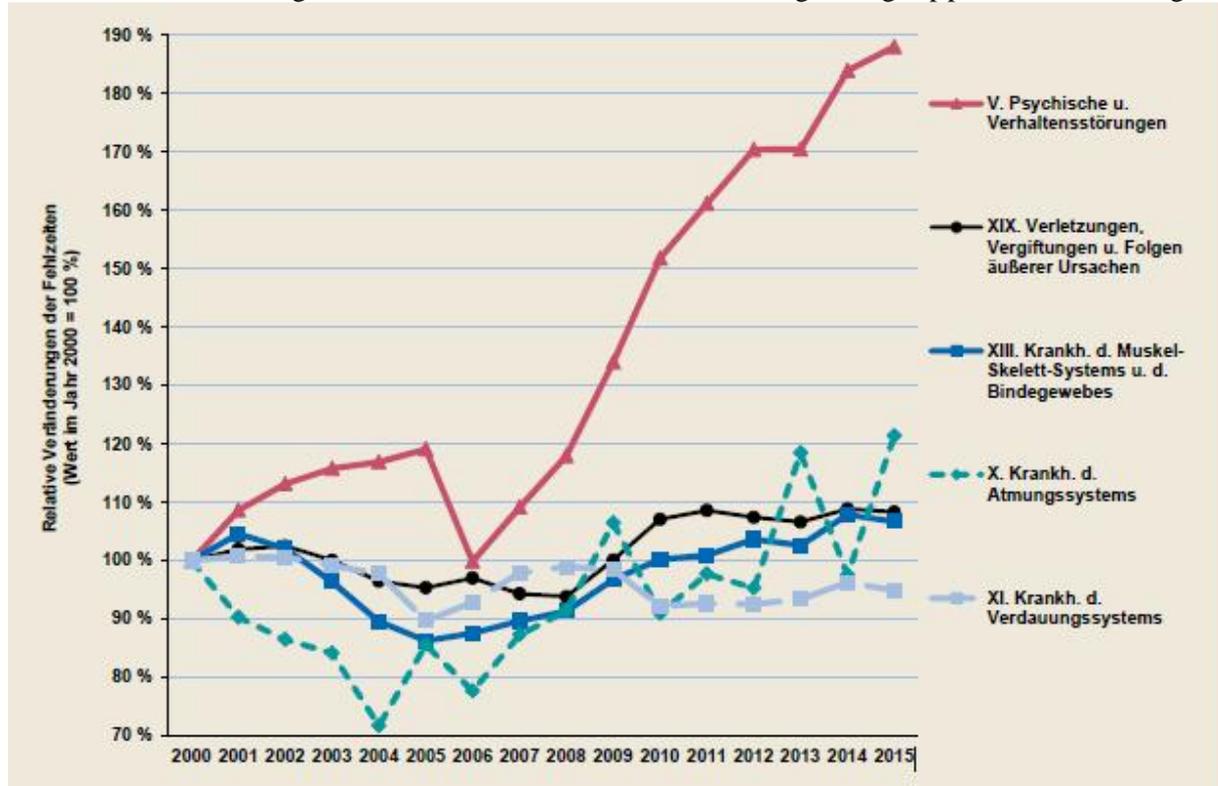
zu 4.5 (entnommen aus TK 2016, S. 78)
